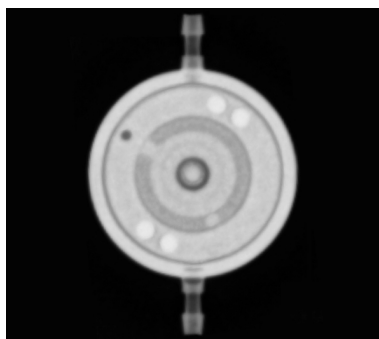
Radiographie de la M.flow avec niveau de réduction du flux réglé sur 4
